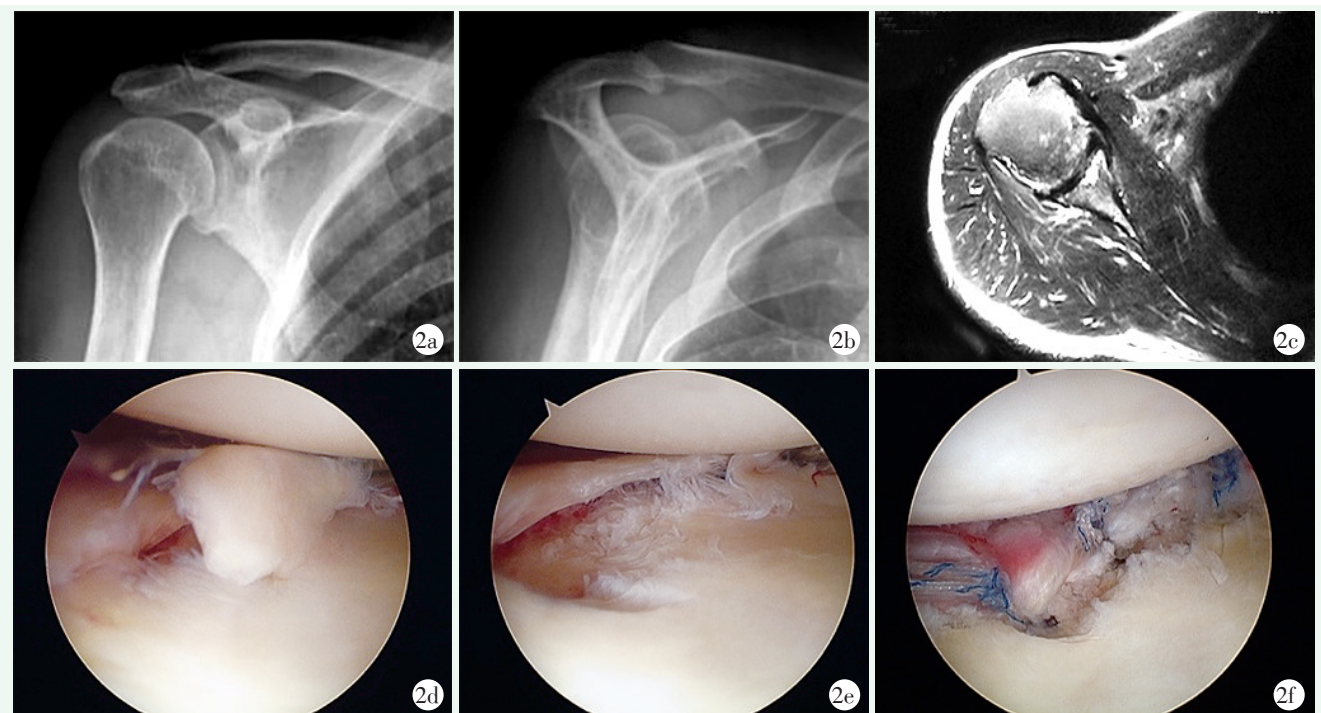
患者，男，68岁 2a, 2b: 术前右肩关节正位、Y位X线片示肩峰外缘增生，提示II型肩峰 2c: 术前MRI显示孟唇及肱骨头骨水肿、GLAD损伤 2d: 关节镜下显示3~5点孟唇损伤伴全层软骨损伤，软骨下骨外露 2e: 清除损伤软骨，暴露肩胛盂及撕裂的孟唇 2f: 软骨损伤区置入缝合锚钉，将孟唇覆盖软骨损伤区域
